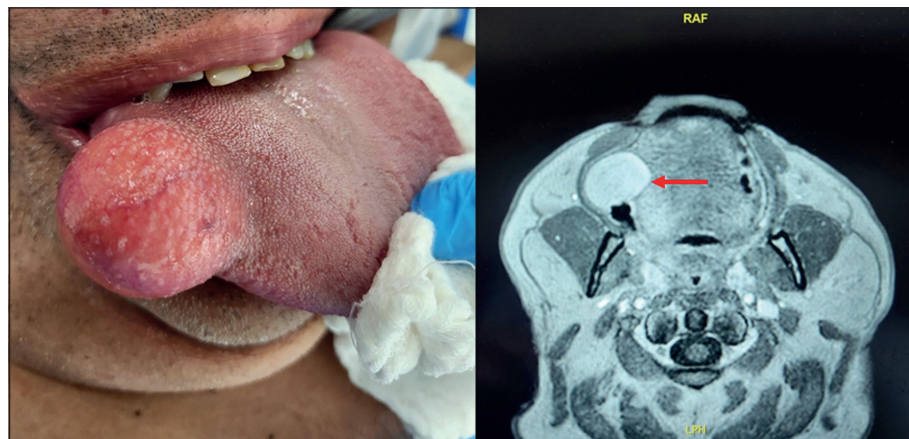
Izquierda: Tumor de borde lateral derecho de lengua de 4 x 3 cm. Derecha: Resonancia nuclear magnética. Con flecha roja, tumor con señal idéntica a grasa, limitado por fina cápsula correspondiente a recubrimiento mucoso de la lengua.
